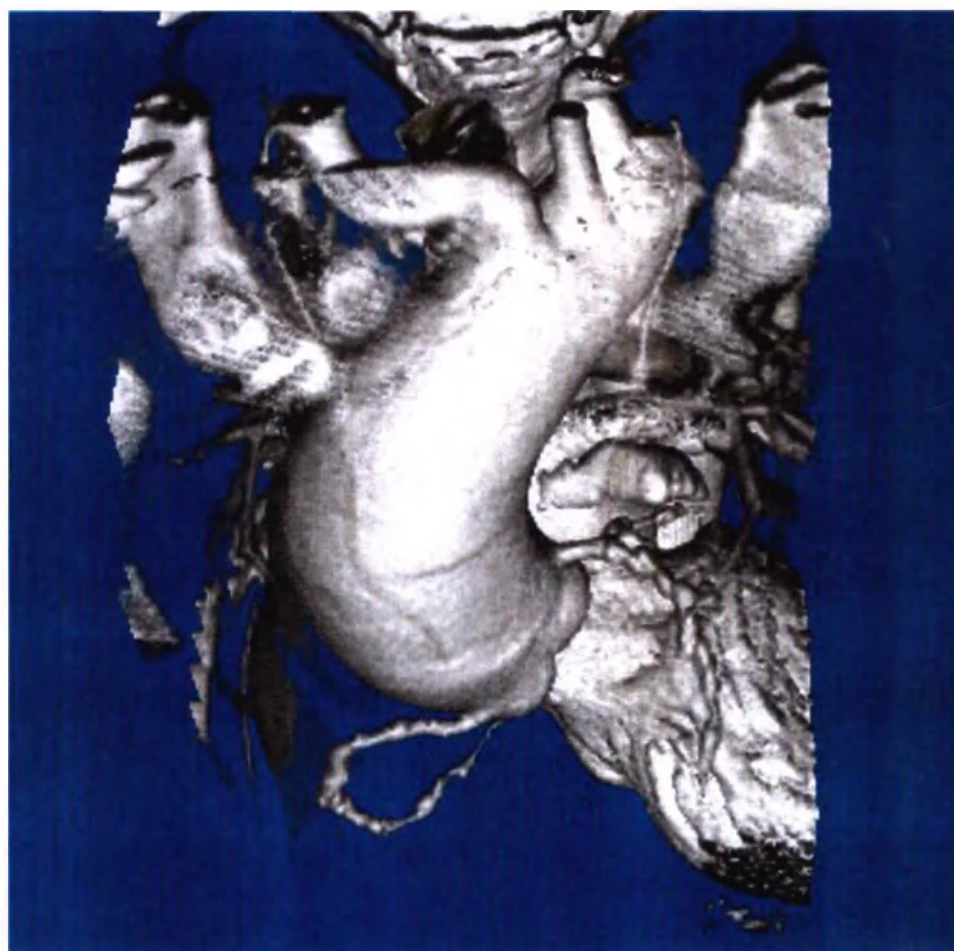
Компьютерная модель корня и восходящего отдела аорты с аневризмой, построенная по данным КТ обследования пациента.
